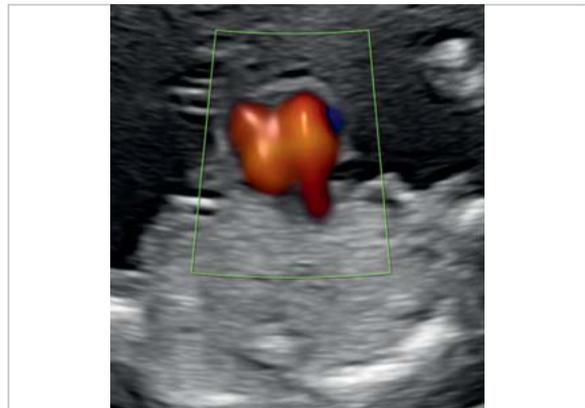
Ectopia cordis in der 17. SSW. Axialer Schnitt durch den Thorax. Das Herz (hier auf Höhe des Vierkammerblicks mit Farb-Doppler-Sonografie dargestellt) liegt vollständig außerhalb des Thorax.
